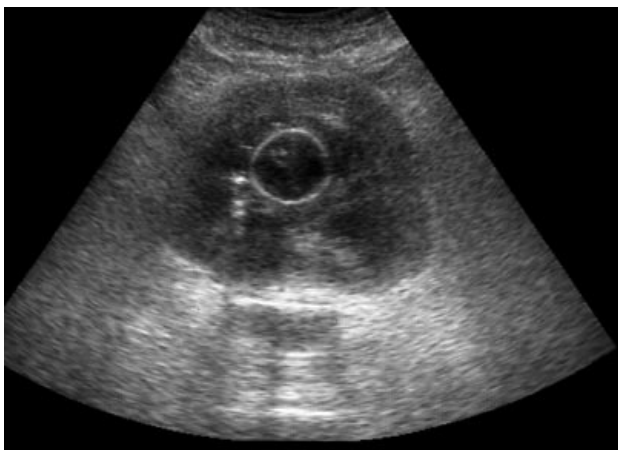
Ecografía: bloqueo vesical por coágulos.
